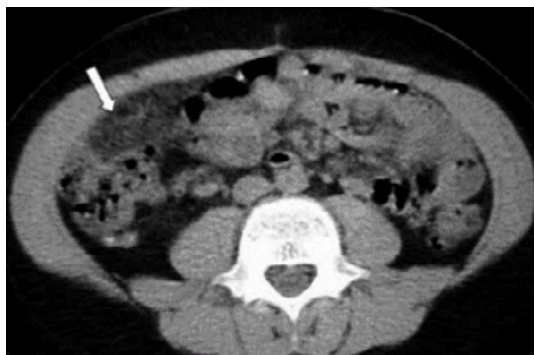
TC de infarto omental, que muestra una masa ovalada de densidad próxima a la grasa y heterogénea (flecha). Fuente propia.
